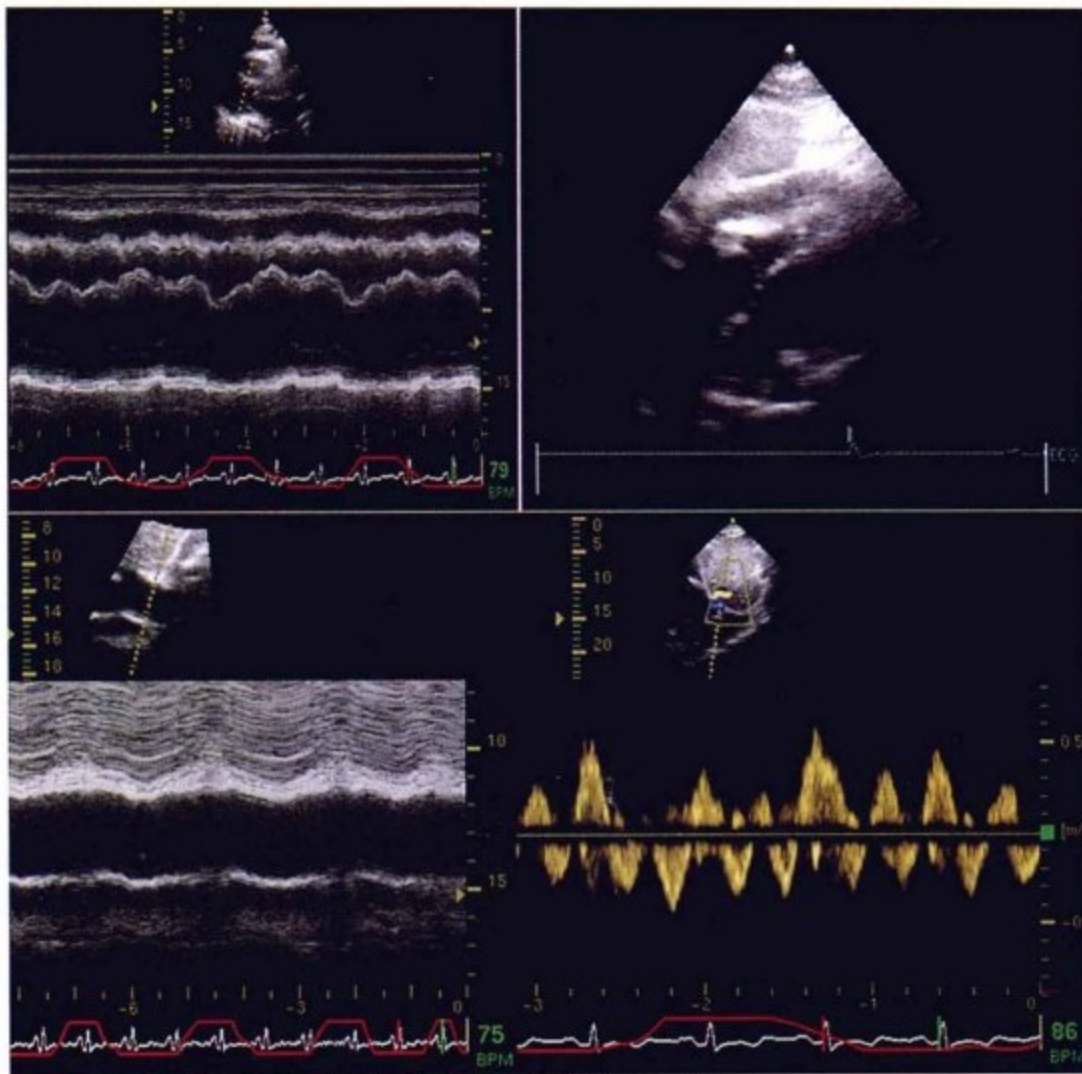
经胸超声心动图。左上图为，M型超声在心室中部切面探查，显示吸气状态下右心室容积增大并左心室容积缩小，符合心室间相互依赖征象（呼吸描记线向上方偏移时为吸气状态）。右上图，为肋骨下切面图见心包积液。左下图，显示下腔静脉扩张且未出现正常的吸气时塌陷的征象。右下图，显示肝静脉血流情况，可见呼气状态下舒张期血流量增多，符合缩窄所引起的生理学改变。
